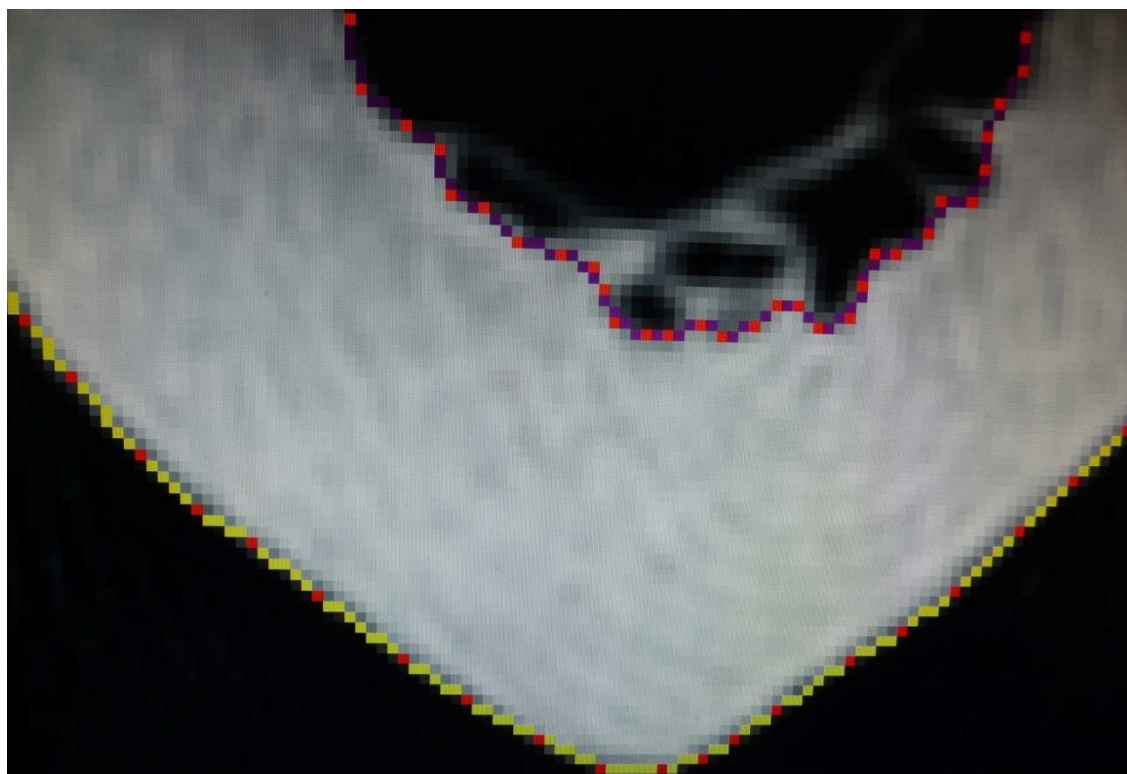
Průběh digitalizace v programu CT-i
